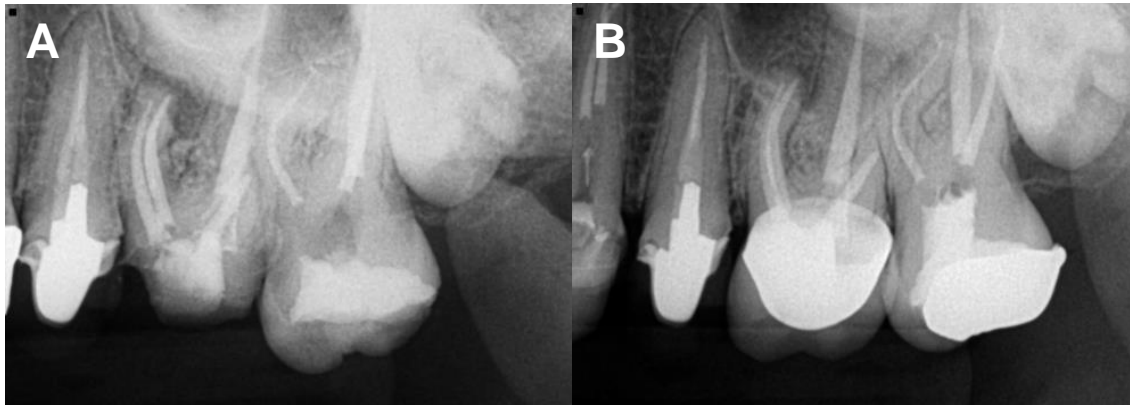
(A) Radiografia final (B) Proservação de 1 ano.
